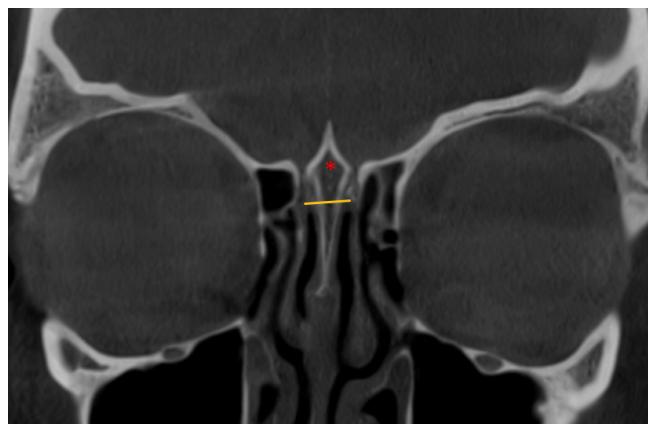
3 тип петушиного гребня, КТ, фронтальный срез
